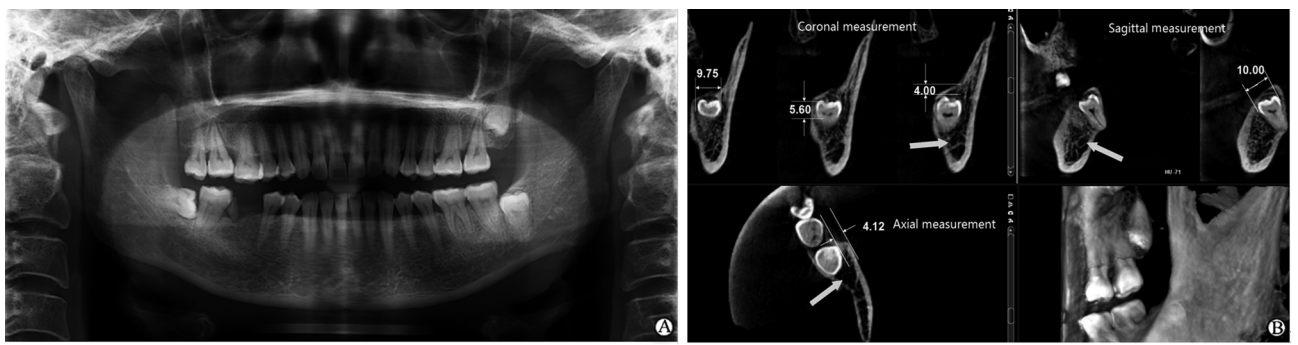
典型病例 1 曲面断层片及 CBCT 影像
